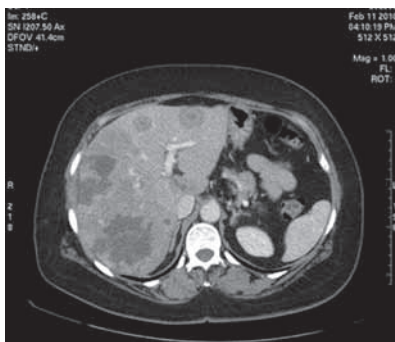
Множественные метастазы в печени (компьютерная томография, февраль 2010 г.)
